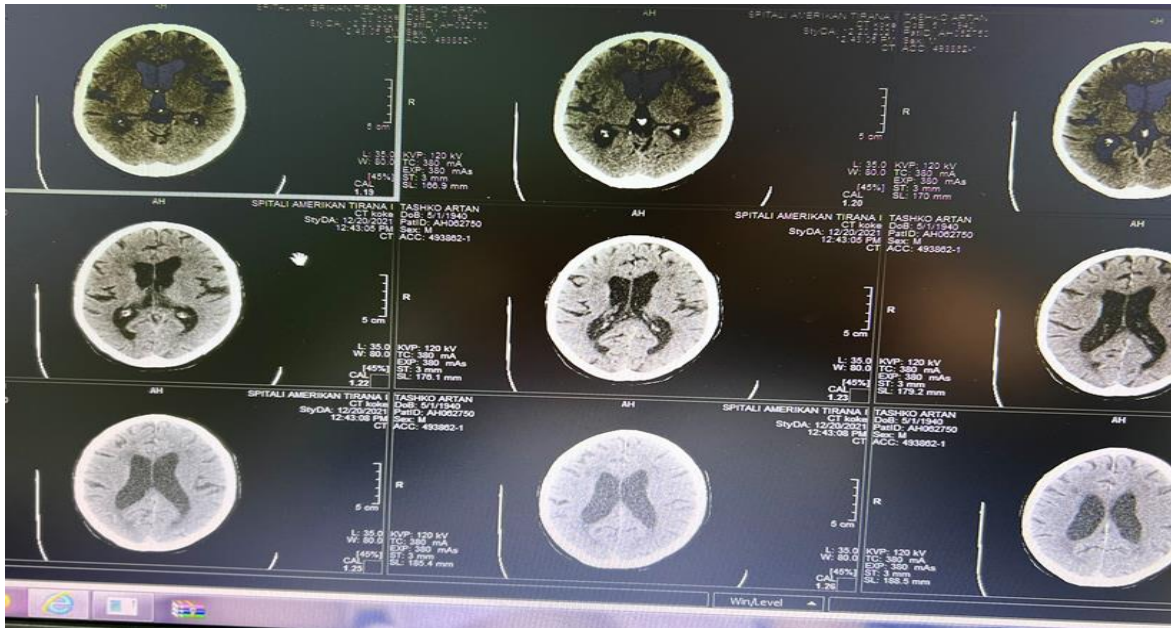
CT koke 30 min post ngjarjes, Hypodensitet I lehte fronto-parietal (A.T.)
